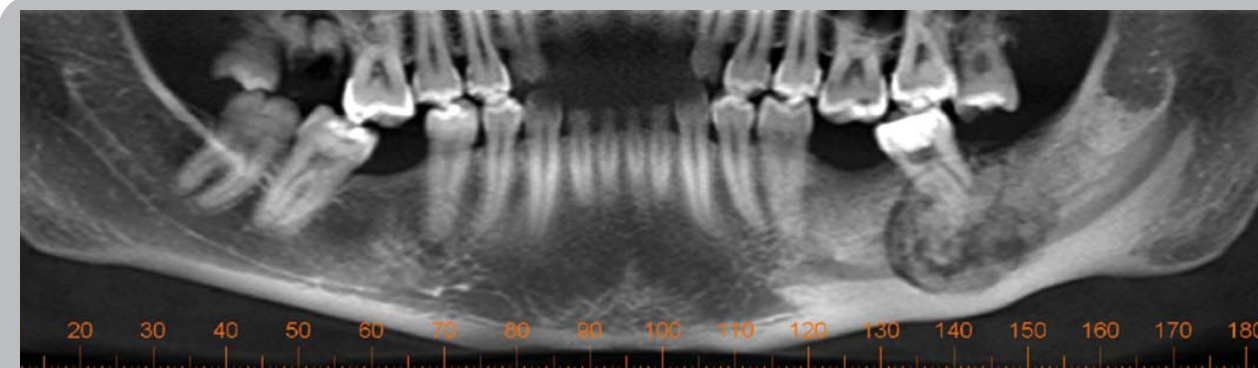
Mujer de color de 28 años. Estudio cone beam. Vista panorámica. En zona de segundo molar inferior izquierdo se observa extensa masa radiopaca con variados grados de calcificación a nivel perirradicular que se extiende desde el borde marginal a la cortical basilar. Presenta una banda radiolúcida contorneal. Leve abombamiento de la cortical basilar. En cortes transversales y axial observamos la lesión paradicular que compromete ligeramente la tabla vestibular y marcada en la tabla lingual, rodeando al conducto dentario manteniéndose su recorrido normal.
